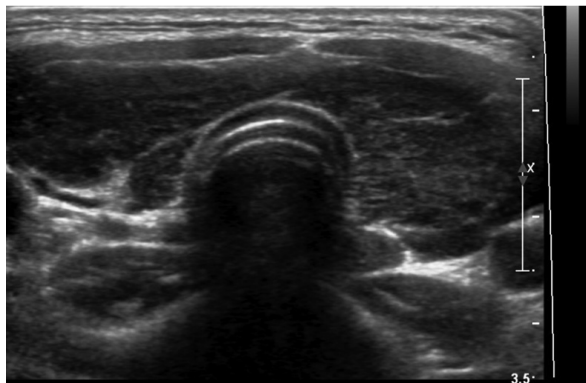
Ultrasonography of the thyroid. Heterogeneously low echo texture at both thyroid gland without focal lesion.
